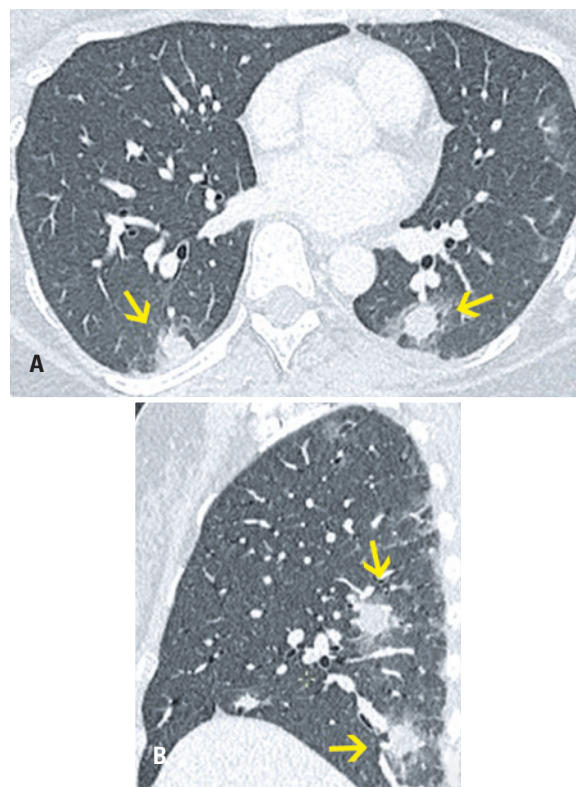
Paciente do sexo feminino, 39 anos, com queixa de tosse. Tomografia computadorizada (A) Axial (B) Reformatação sagital: múltiplos nódulos pulmonares com halo em vidro fosco disseminados pelos pulmões, maiores e mais numerosos nos campos médios e inferiores. Confirmado com sorologia para sarampo
